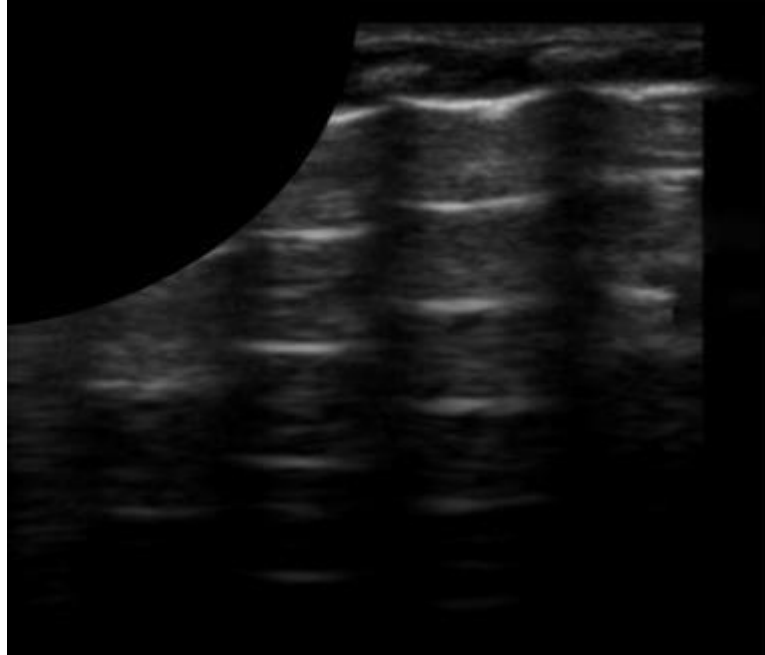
Gambar *pleural line* dan *A-Line* pada pemeriksaan USG paru
